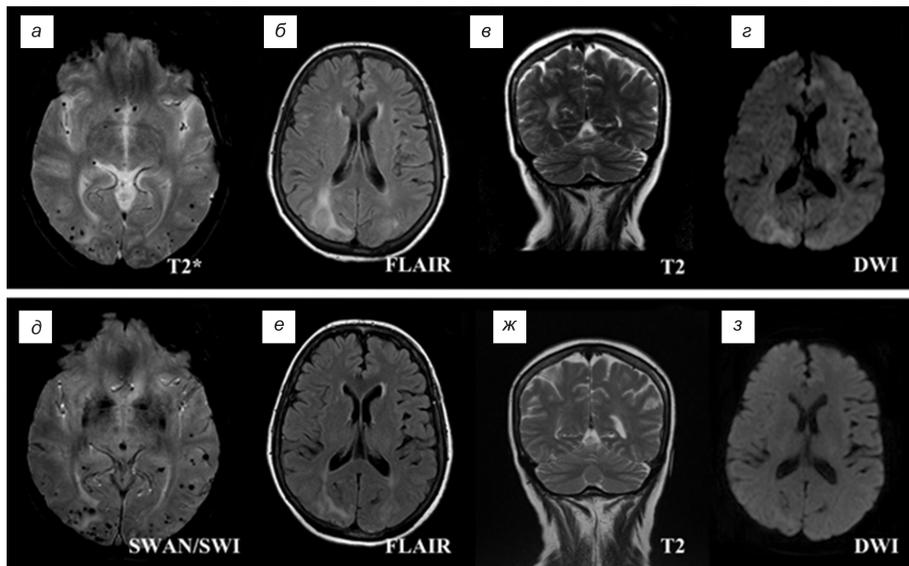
МРТ-исследование головного мозга пациентки Н.: а, б, в, г — первичное; д, е, ж, з — повторное, через 3 мес.
